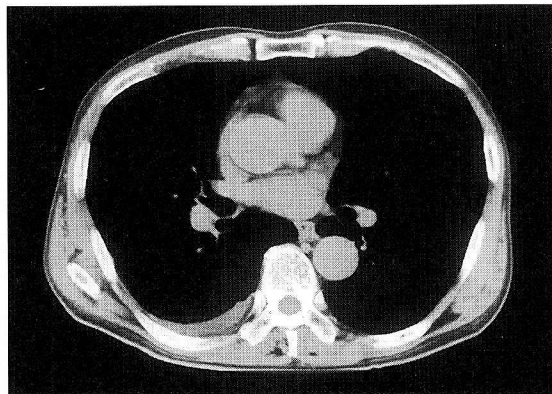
Chest CT scan just after insertion of a chest tube (May 9, 2003) shows right pleural effusion.
